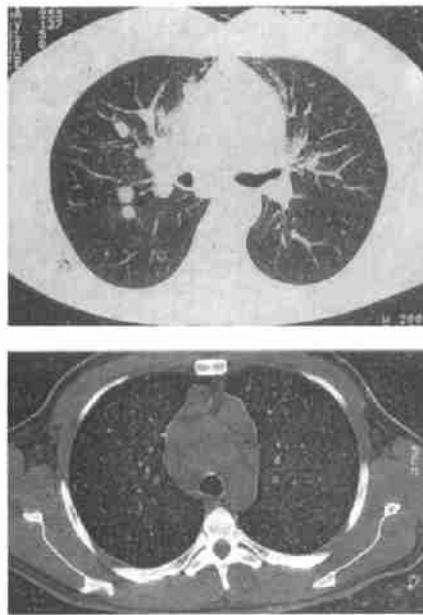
恶性淋巴瘤的肺部侵袭(CT): 右肺中叶和下叶尖端(a)肺窗外可见分界清楚的圆形病灶, 约2cm。(b)主动脉高度的软组织窗有多个增大的纵隔淋巴结(最大直径2cm)。
